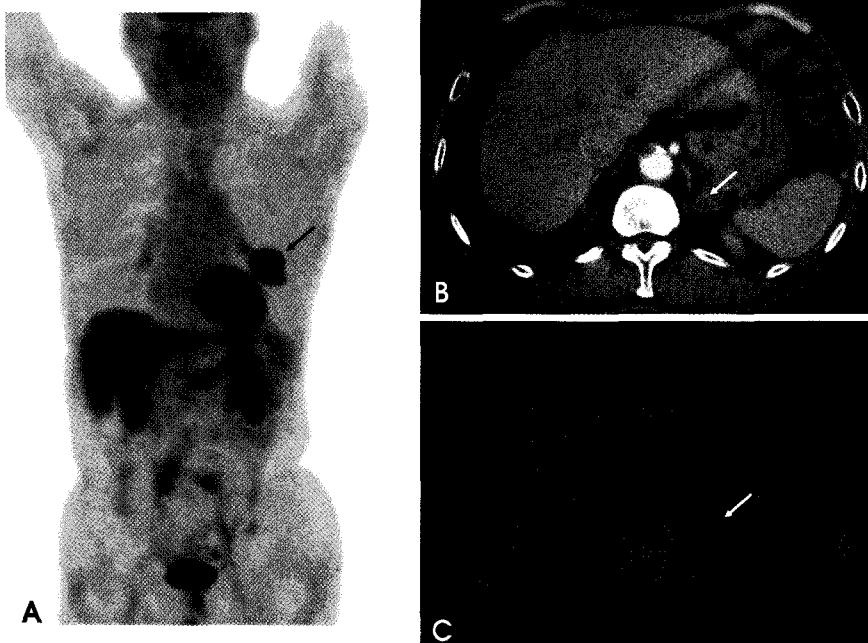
A 76-y-old man with non-small cell lung cancer. (A) F-18 FDG PET scan shows an area of FDG uptake (arrow) in the left lower lobe. (B) CT scan shows a small nodular lesion in left adrenal gland. (C) A transverse section of PET/CT fusion image shows no increased FDG uptake in left adrenal gland. A follow-up CT scan 6 mo later revealed no interval change in the nodular lesion of left adrenal gland.
